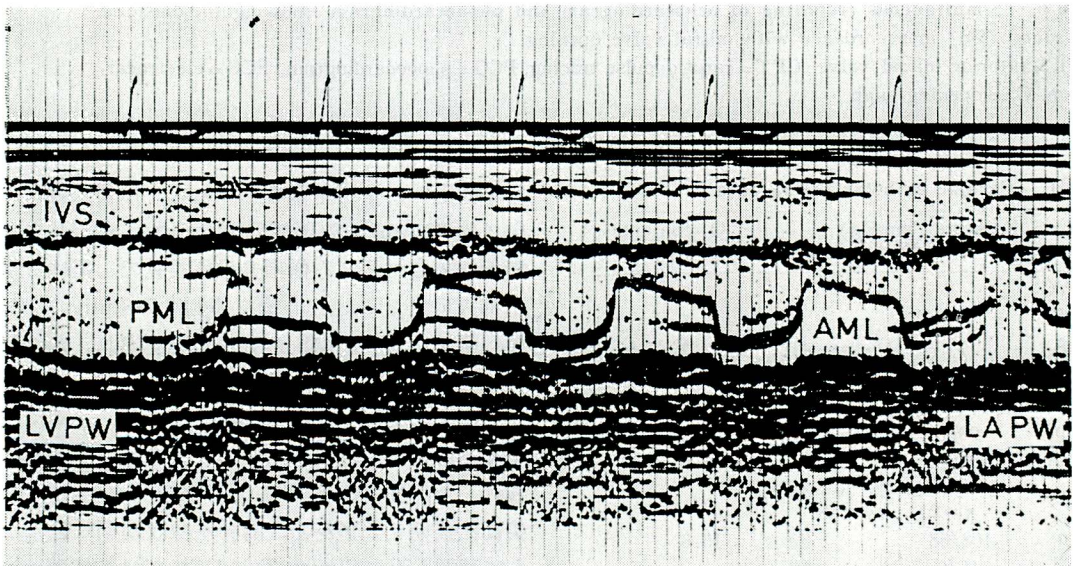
Postoperative echocardiogram showing the same configuration as the Figure 5.
